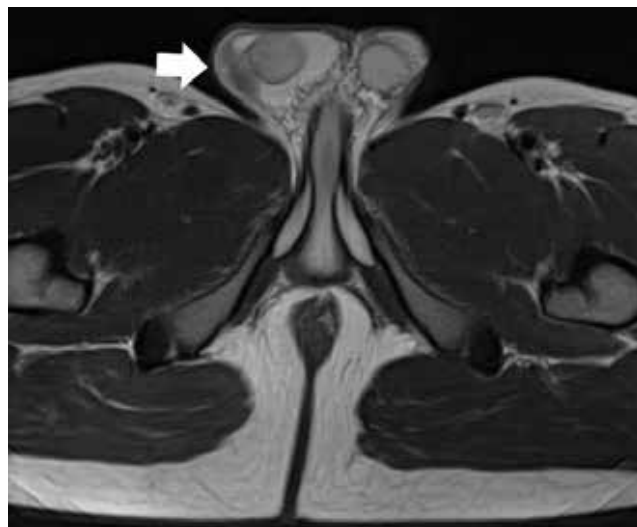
МРТ-сканы от 24.07.2021
